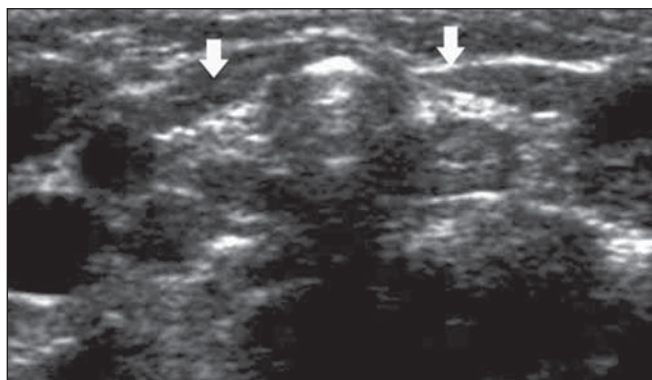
Ultrassonografia da região cervical. Neste caso a glândula tireoide (setas nos lobos direito e esquerdo) tem dimensões muito reduzidas e sua ecogenicidade está aumentada.
